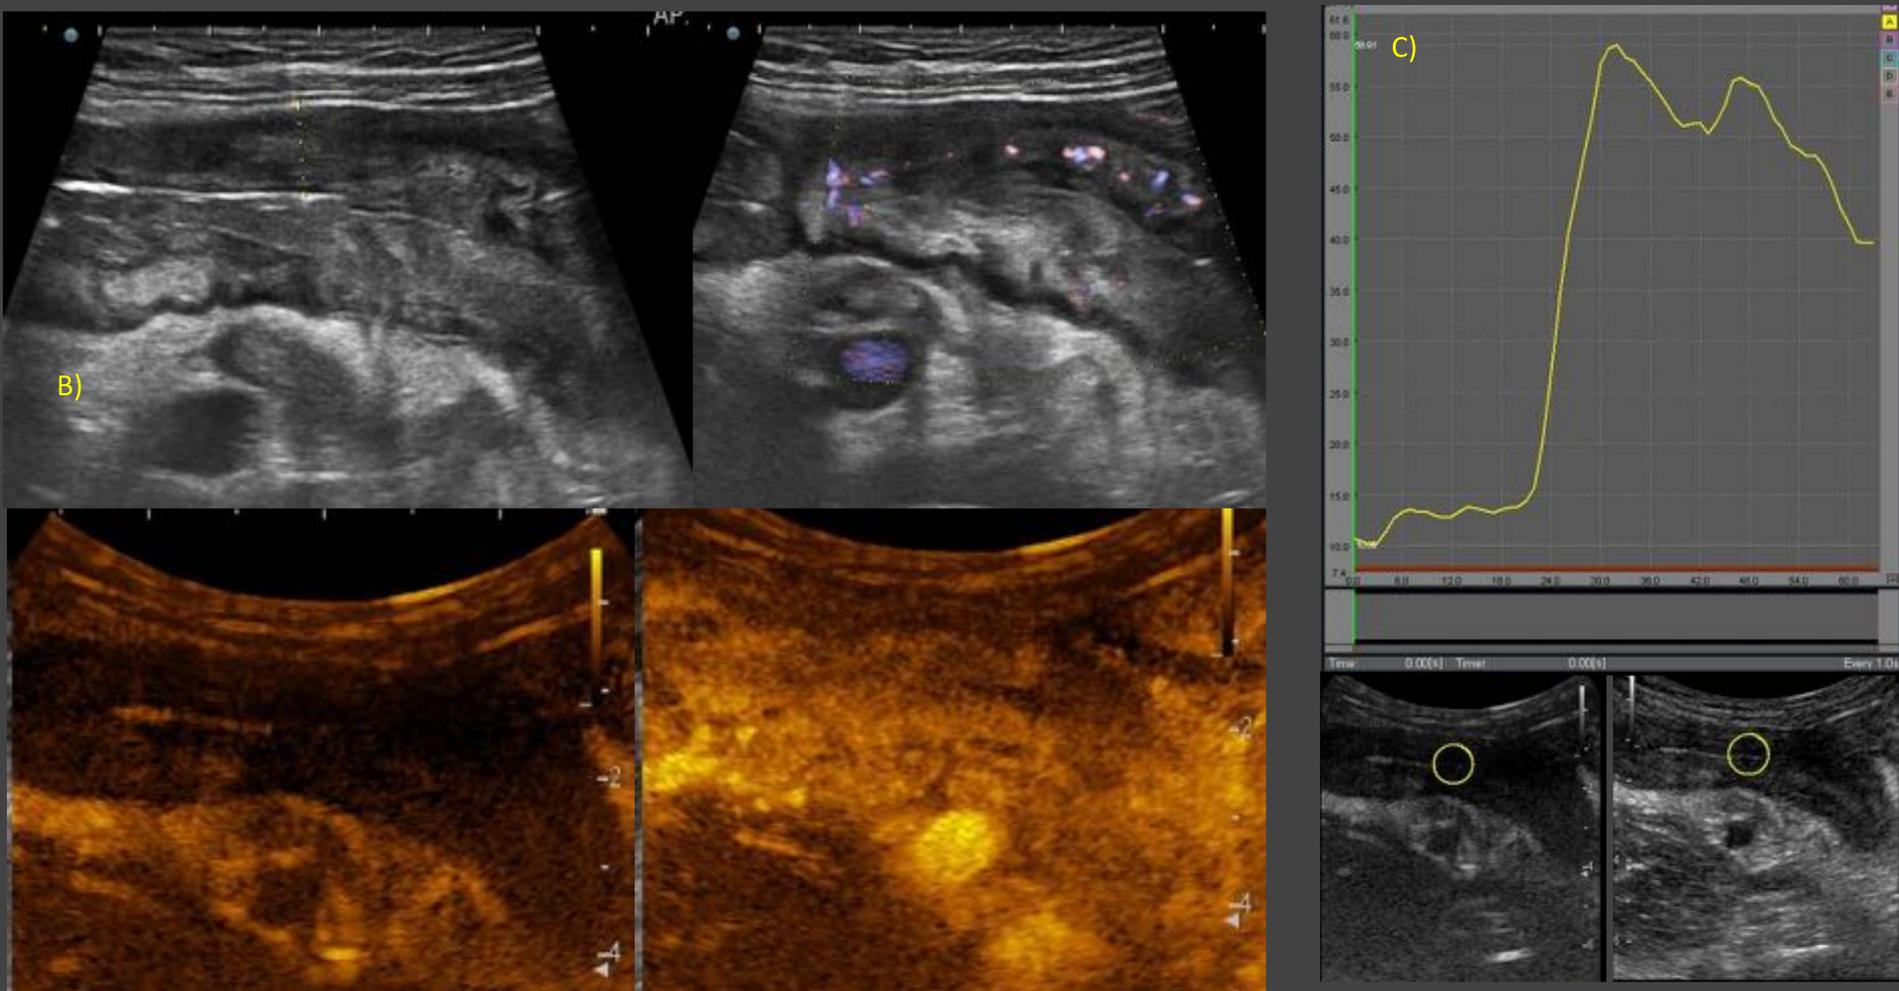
Crohn. Estenosis inflamatoria. A) Ecografía basal: segmento de íleon terminal con pared engrosada, ocasionando estenosis de la luz y pérdida de la diferenciación de sus capas, con doppler grado 2. B) Tras la administración de contraste se aprecia intenso realce transmural. C) Las curvas tiempo intensidad (TIC) indican enfermedad activa severa.
